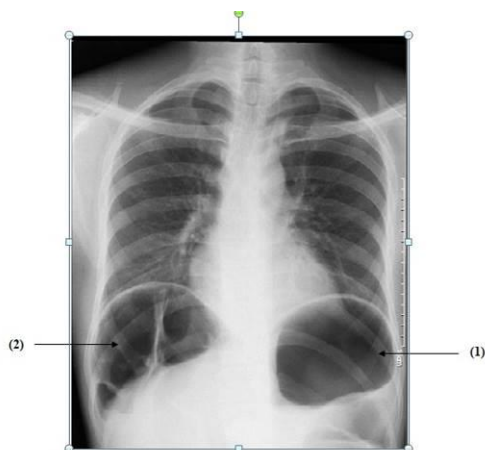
Radiographie du thorax debout de face montrant une grosse poche à air gastrique (1) et une image de clarté gazeuse sous la coupole diaphragmatique droite (2) correspondant à l'interposition colique hépato-diaphragmatique
